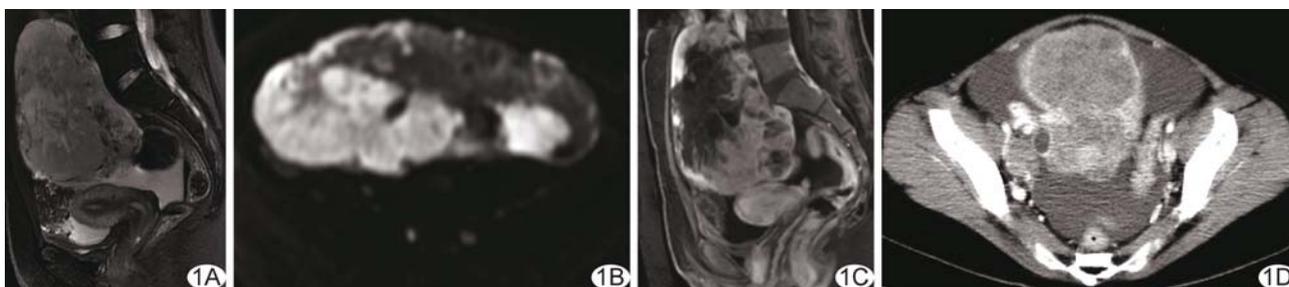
右卵巢原始神经外胚层肿瘤 A. 矢状位 T2WI 为不均匀高信号, 伴盆腔积液, 子宫前屈位, 形态、信号未见异常; B. 轴位 DWI 肿块实性部分为高信号; C. 增强扫描肿块明显不均匀强化; D. 右侧盆壁淋巴结增大, 右侧卵巢血管增粗
